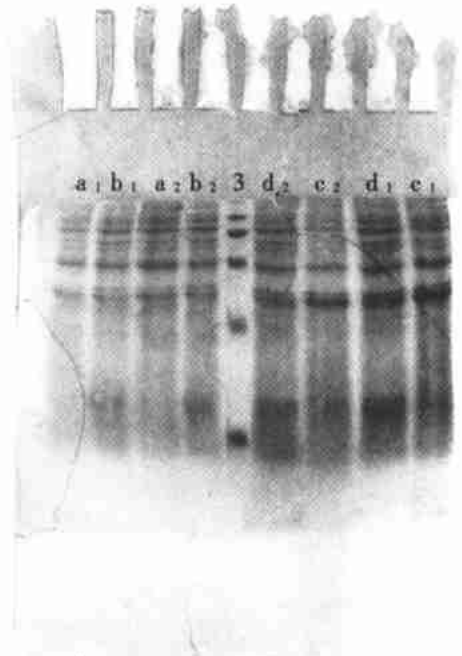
pTGFβ<sub>1</sub>-JM<sub>109</sub> 和 pTGFβ<sub>1</sub>-DH<sub>5α</sub> 的 SDS-PAGE 分析 a 表示 pBV<sub>220</sub>-DH<sub>5α</sub>, b 表示 pTGFβ<sub>1</sub>-DH<sub>5α</sub>, c 表示 pBV<sub>220</sub>-JM<sub>109</sub>, d 表示 pTGFβ<sub>1</sub>-JM<sub>109</sub>, 1 表示超声 20 次碎菌, 2 表示超声 48 次碎菌, 3 表示中分子量蛋白标准。
